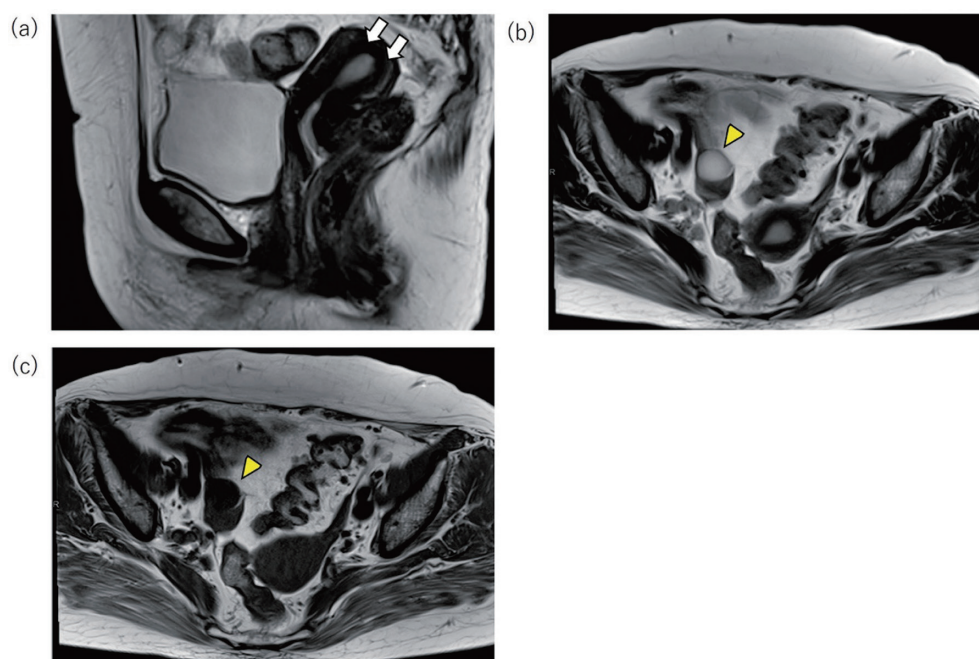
骨盤部単純 MRI (a) T2 強調画像矢状断 (b) T2 強調画像水平断 (c) T1 強調画像水平断 (a) 子宮内膜の肥厚を認めた (矢印)。(b), (c) 右付属器に右傍卵巢腫瘍を疑う嚢胞性病変を認めた (矢頭) が両側卵巢に明らかな腫瘍性病変を認めなかった。
